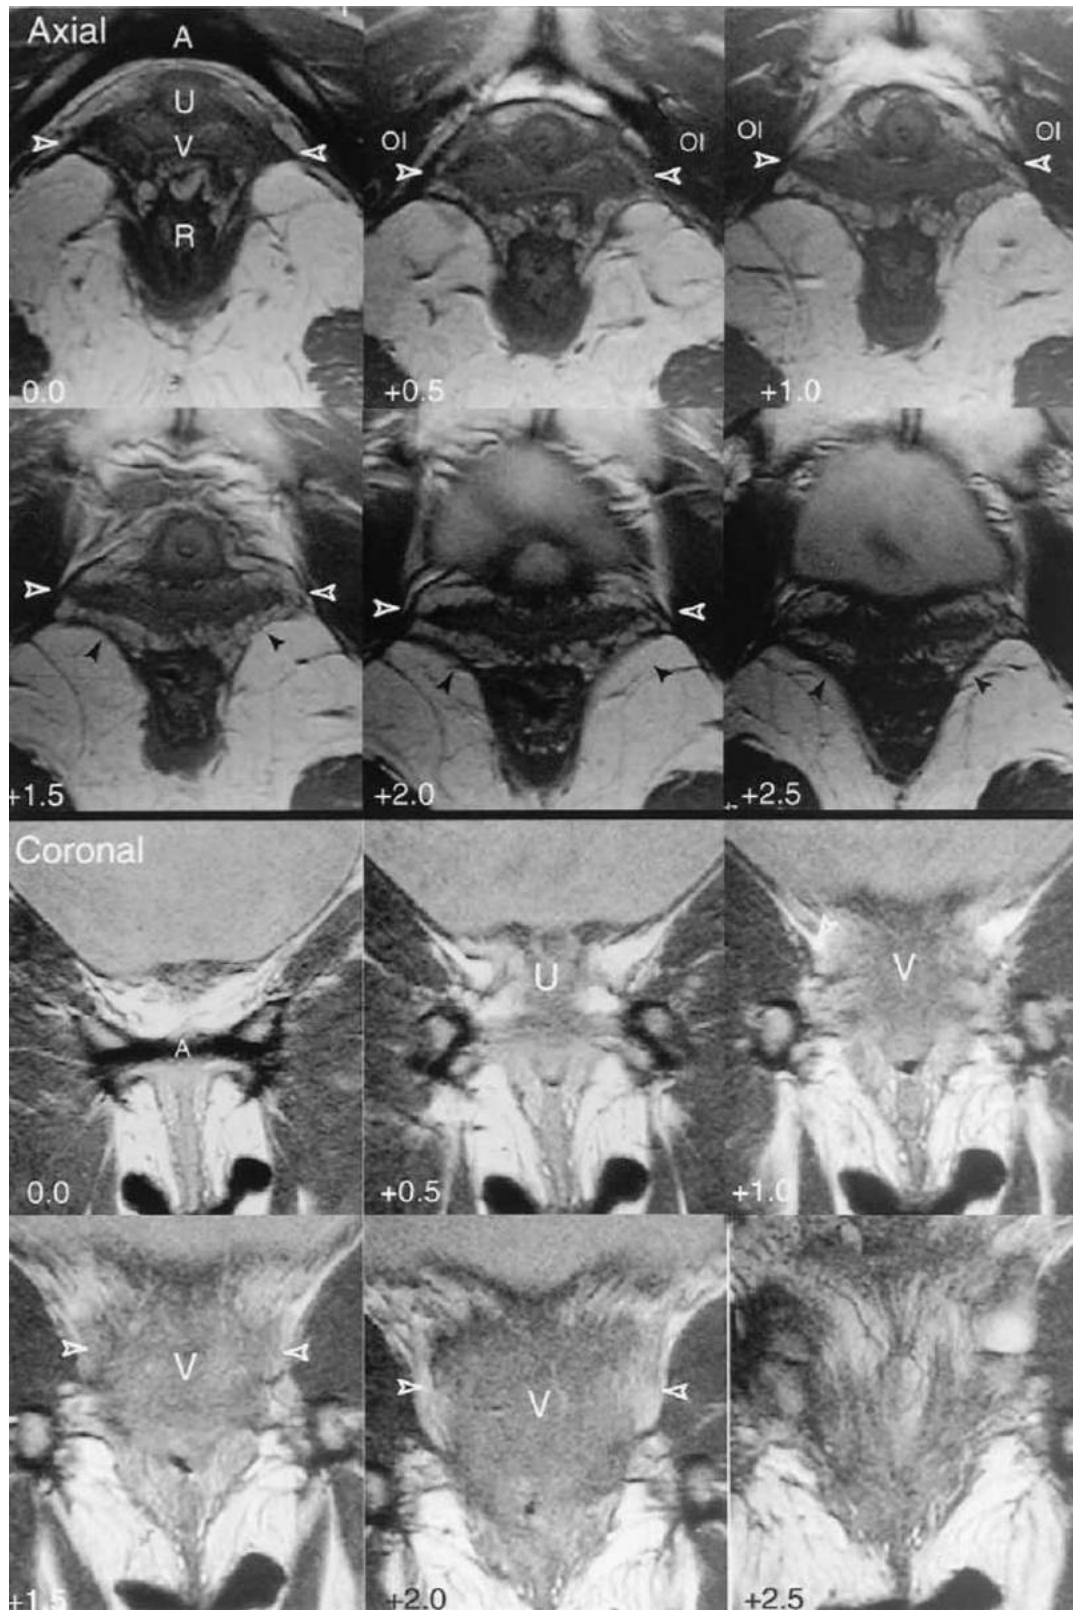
Imágenes axiales y coronales de una primípara incontinente de 38 años. El área donde falta la porción pubovisceral (pubococcígea) del músculo elevador del ano (*punta de flecha abierta*) entre la uretra (*tú*), vagina (*V*), recto (*r*) y obturador interno (*OI*). Se muestra el músculo. La vagina sobresale lateralmente hacia los defectos para quedar cerca del músculo obturador interno. A, Ligamento púbico arqueado. (De DeLancey JO, Kearney R, Chou Q, et al. La aparición de anomalías del músculo elevador del ano en imágenes de resonancia magnética después del parto vaginal. *Obstet Ginecol*.2003;101:46. Con permiso.)
